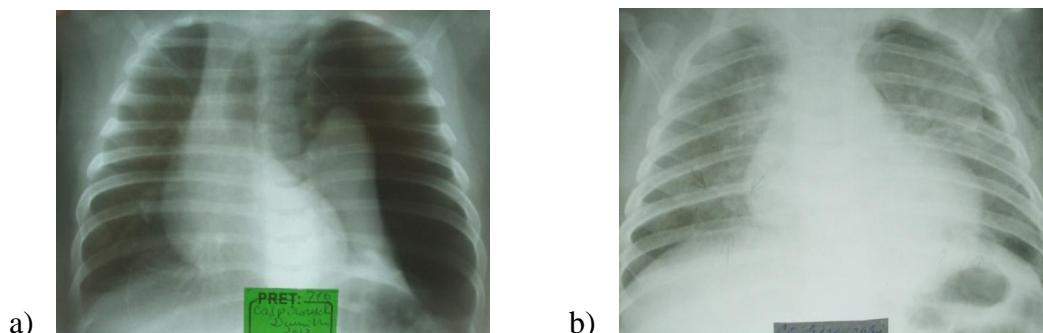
Radiografia cutiei toracice a) la internare; b) după drenarea cavității pleurale
